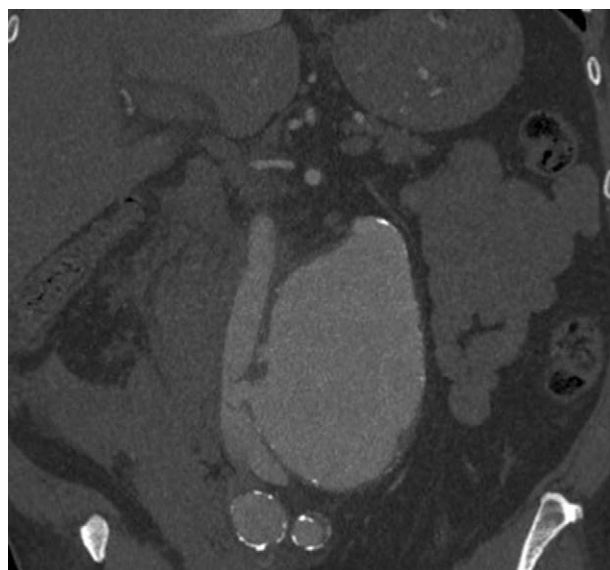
TC abdominopélvica, corte sagital: aneurisma de aorta infrarrenal roto con fístula aortocava.
